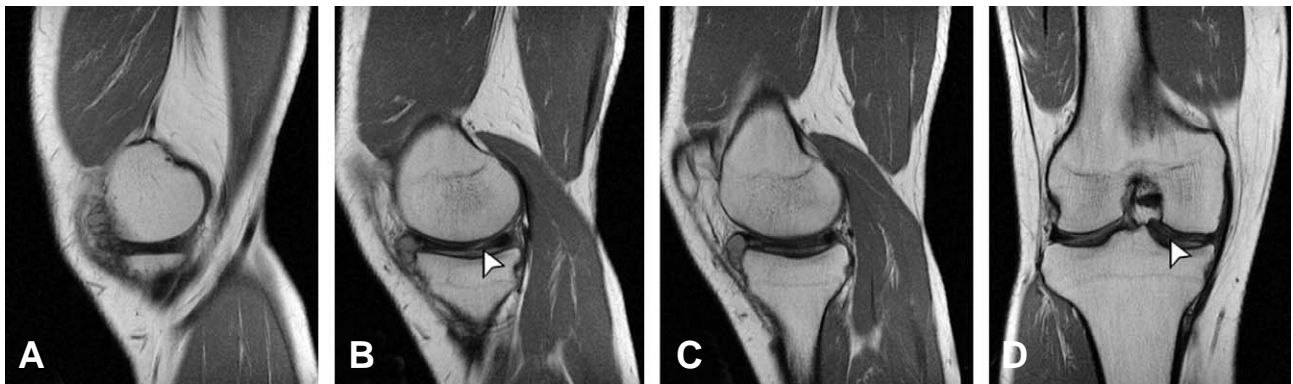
Magnetic resonance imaging of the right knee. (A-C) Continuous medial discoid meniscus with tear on consecutive 3 sagittal views. (D) Medial discoid meniscus extending into intercondylar notch on coronal view. High signal intensity (arrows) was seen at medial meniscus mid-body.
